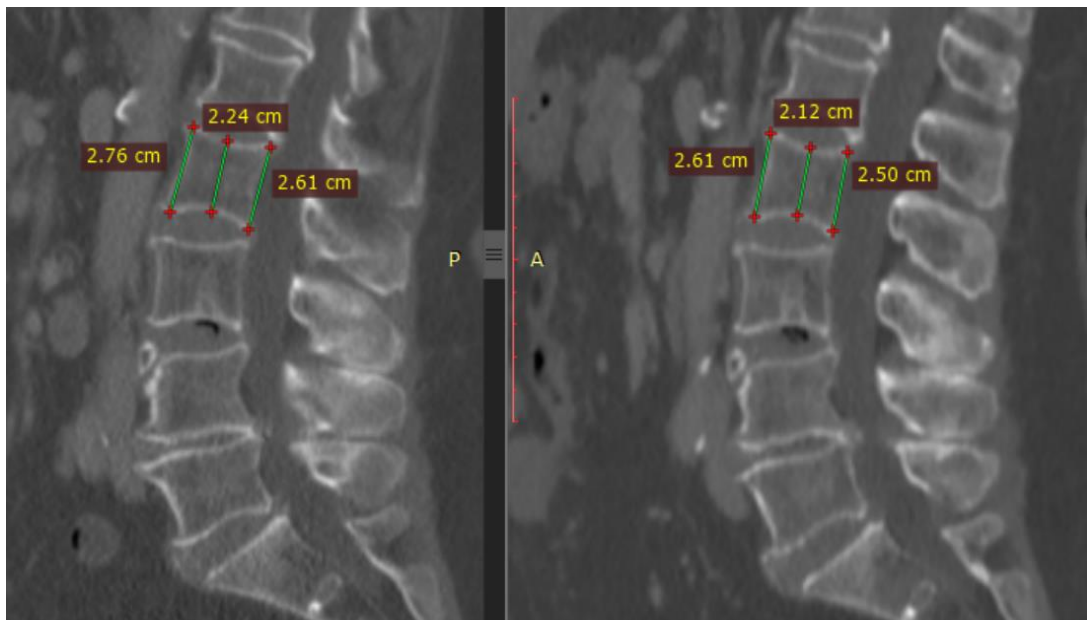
Сагітальні зображення КТ. Морфометрія у жінки 56 років з дифузною В-великоклітинною лімфомою на рівні L₂ з МЦКТ що відповідала остеопенії на діагностичному етапі (зліва) та після завершення хіміотерапії (справа)
